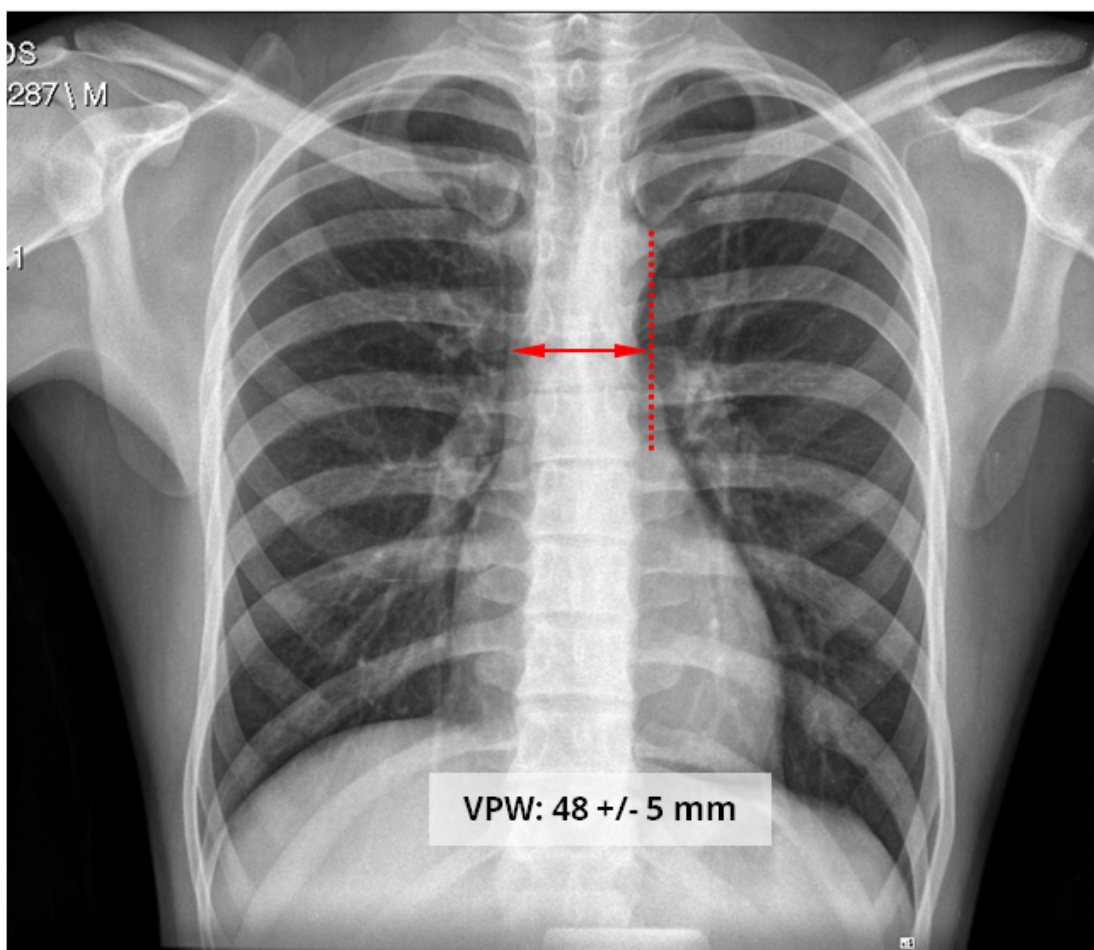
Medición del diámetro del pedículo vascular (VPW) en la radiografía de tórax PA, desde el borde derecho de la VCS hasta el borde de la subclavia izquierda.
